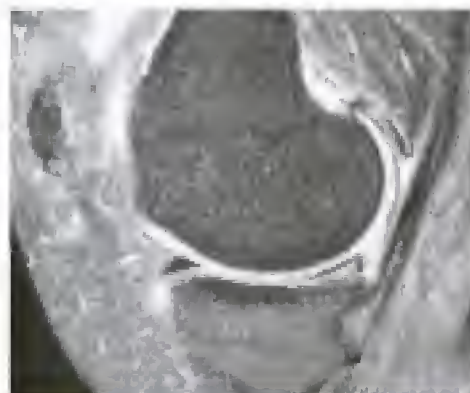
Lésion méniscale à l'IRM.
